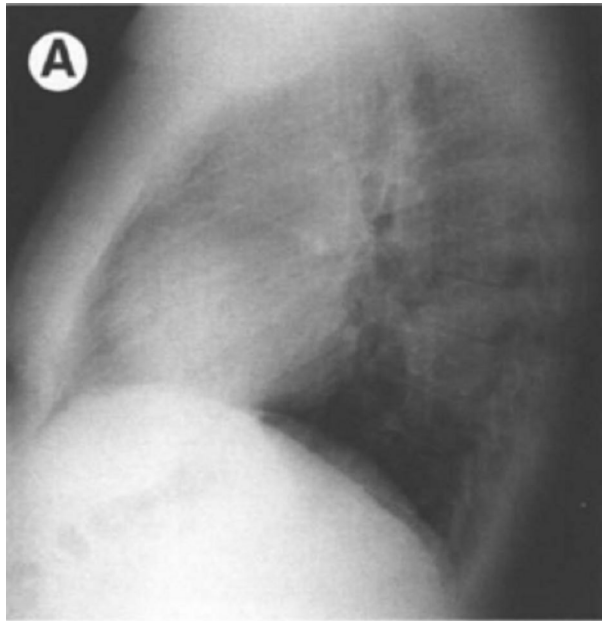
Figure n ° 22 : Radiographie thoracique a montré une masse médiastinale postérieure le long de la colonne vertébrale. [32].
